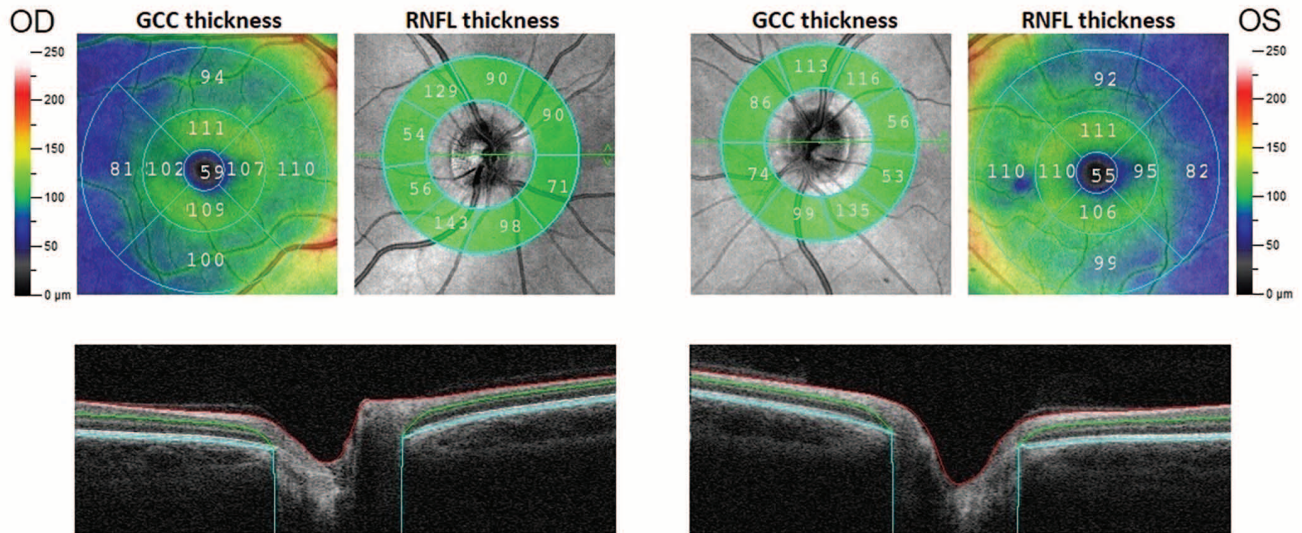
Patient's optical coherence tomography data.
